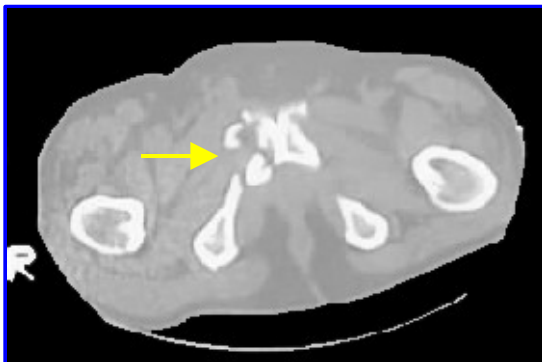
TAC de pelvis. Fractura conminuta del pubis lado derecho.
